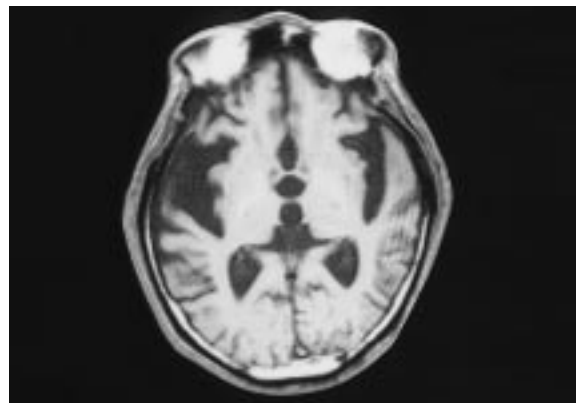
アルツハイマー病 66 歳女性の MRI
